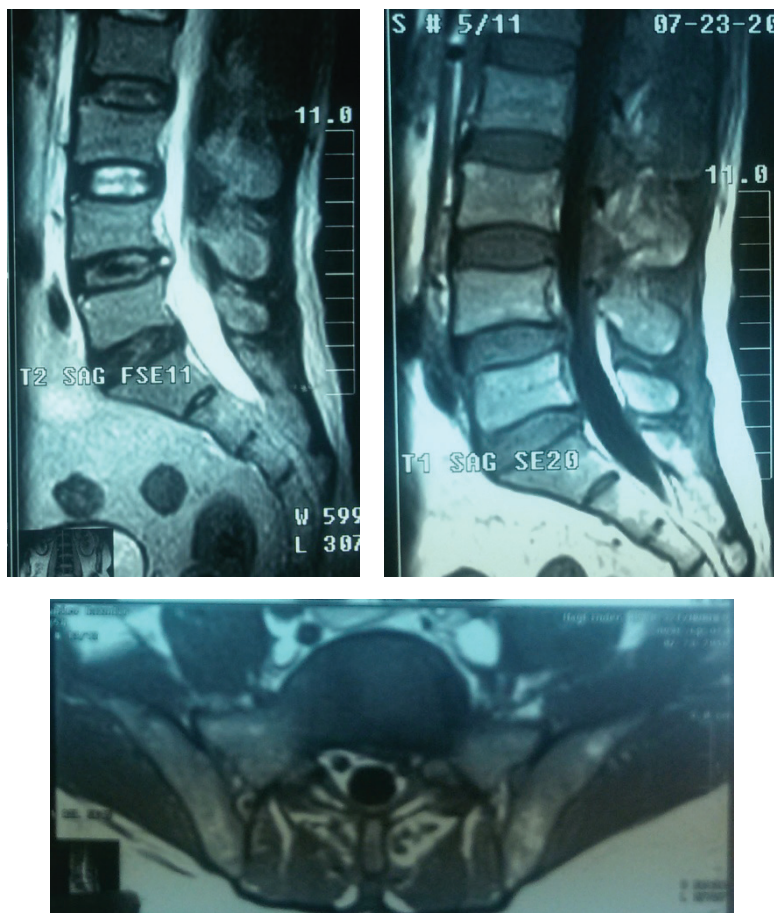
МРТ до операции лазерной вапоризации межпозвонкового диска VL4–5
